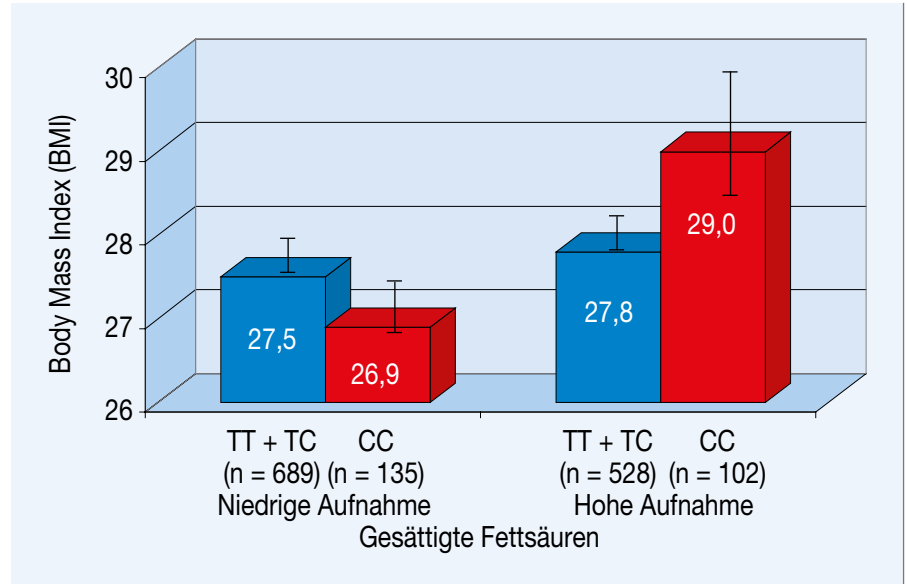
Mittelwert der gemessenen Body Mass Index (BMI)-Werte nach 20 Jahren bei einer niedrigen und hohen Aufnahme von gesättigten Fettsäuren und den Trägern unterschiedlicher Genvarianten. $p = \text{Interaktion von Apolipoprotein-A-II (ApoA2)-265T > C x gesättigte Fettsäuren} = 0,01$. TT = Thymin Thymin. TC = Thymin Cytosin. CC = Cytosin Cytosin (mod. nach 18)
